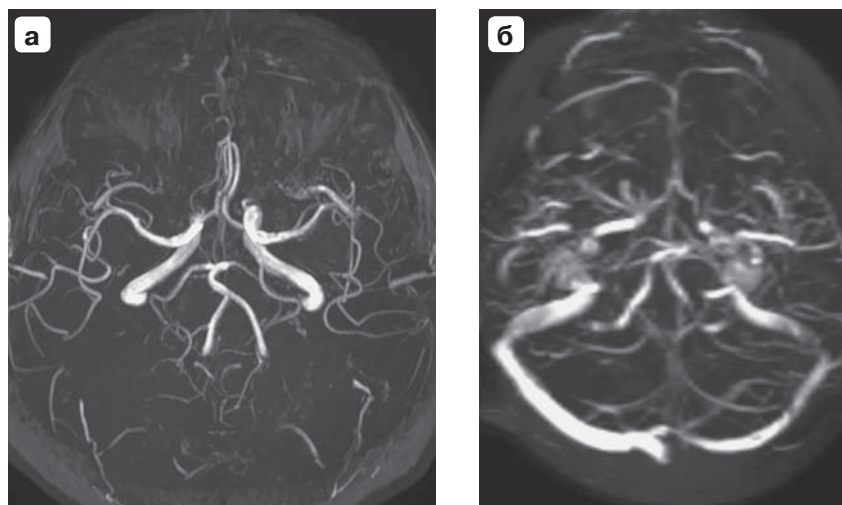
Пациент В., 1956 г.р., основная группа. МРТ головного мозга в режимах: а – 3D-TOF – ангиография сосудов виллизиева круга; б – венография венозных синусов головного мозга. а – по данным обследования патологии не выявлено; в – асимметричная визуализация поперечных венозных синусов обусловлена пульсаторными движениями.
